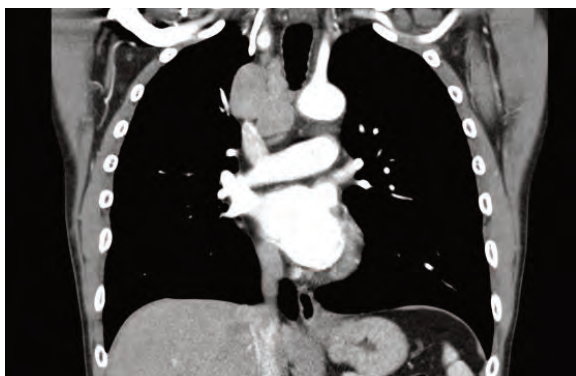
imagen de corte coronal de TC torácico al diagnóstico donde se observa conglomerado mediastínico superior.
